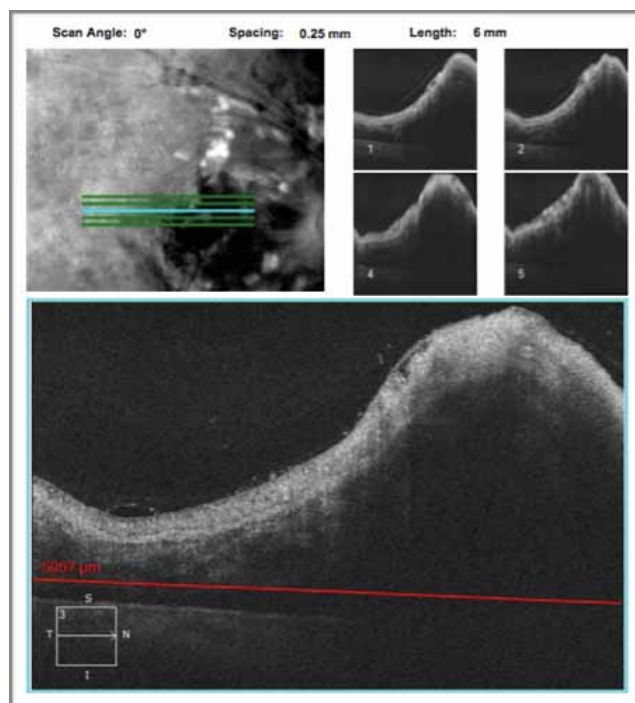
Tomografía de Coherencia Óptica de Macula OD donde se evidencia edema macular secundario a OVCR.
